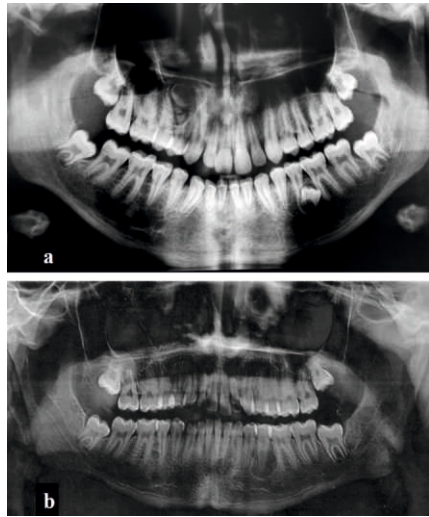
(a): Initial panoramic radiograph showing a well-defined radiolucent lesion containing radiopaque foci between the first and second upper right premolars (14 and 15) which are displaced ;
